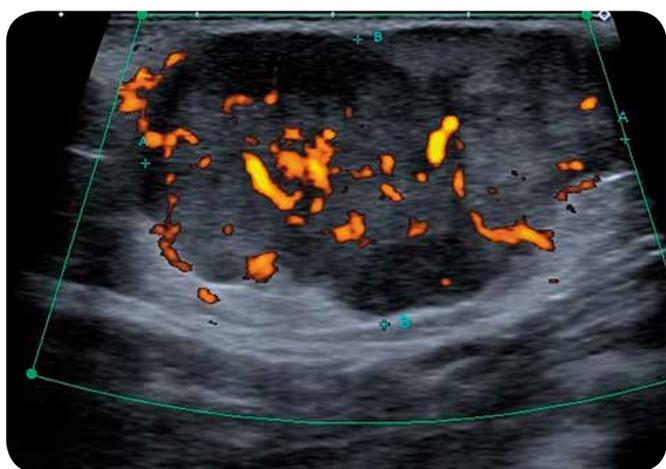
Ultrasonido: imagen nodular, ovoidea, con macrolobulaciones, hipocogénica, homogénea, circunscrita, vascularizada, sin calcificaciones, localizada en región retroareolar de la mama izquierda, de 3x7cm en sus diámetros mayores.
